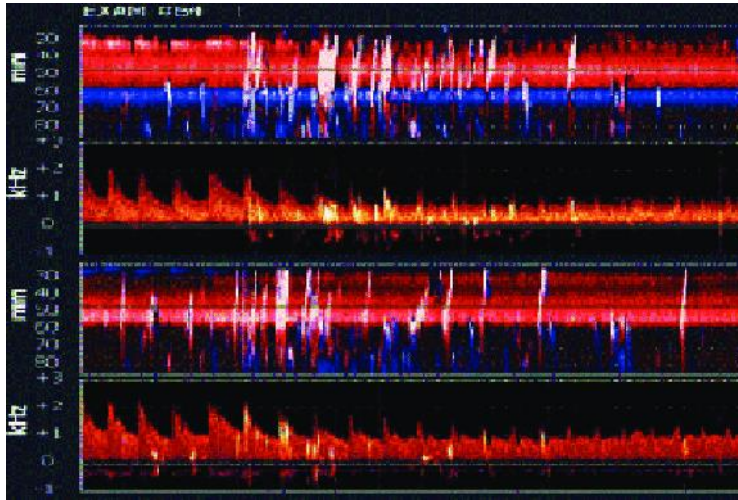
^η: Μη απεικονιστική συσκευή διακρανιακής υπερηχογραφίας Doppler (TCD). Η συσκευή βασίζεται αποκλειστικά στη φασματική ανάλυση του Doppler για την εκτίμηση της αιματικής ροής, χωρίς ταυτόχρονη ανατομική απεικόνιση.
